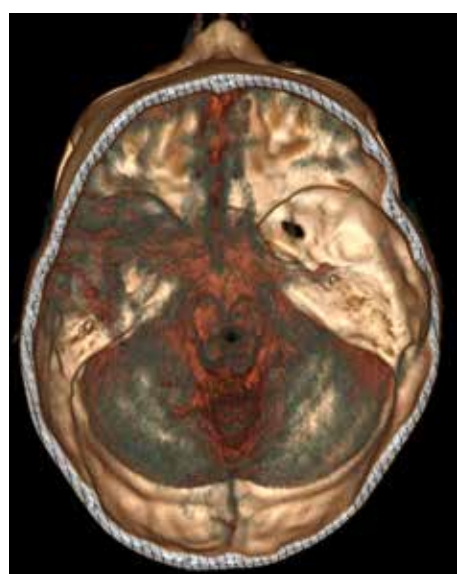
3D-МСКТ цистернография у пациента с изолированной арахноидальной кистой правой средней черепной ямки: отмечается отсутствие заполнения контрастом области правой средней черепной ямки
